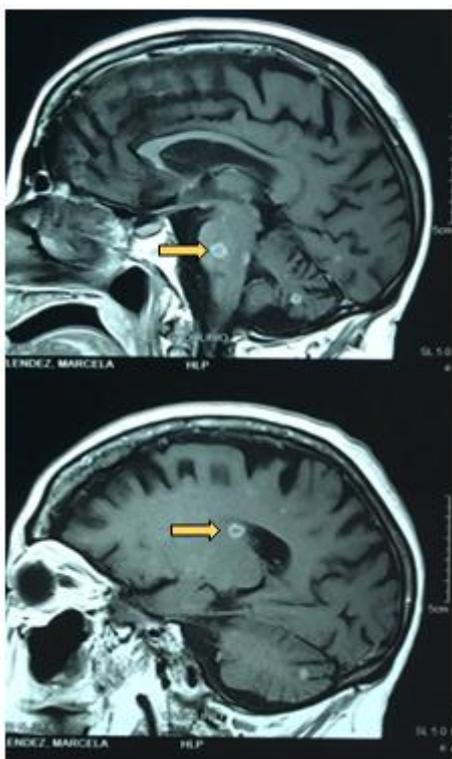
RMN cerebral muestra lesiones hiperintensas múltiples (flechas amarillas).
